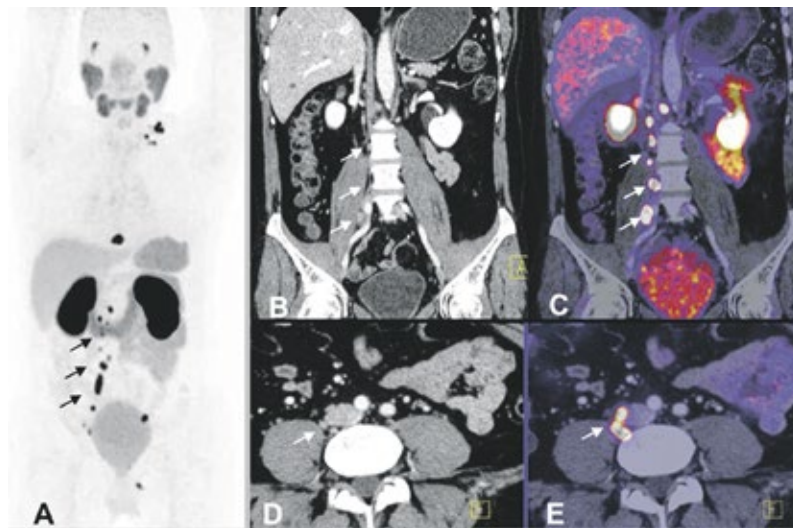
^{68}Ga -PSMA-PET/CT zur Rezidivdiagnostik beim Prostatakarzinom
